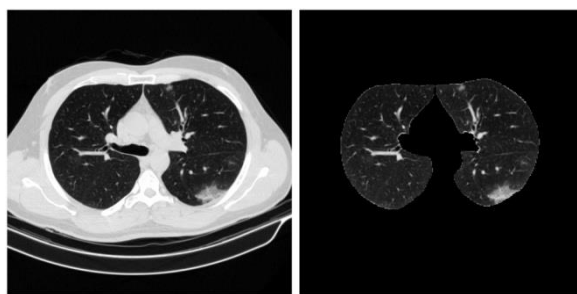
Τομή αξονικής τομογραφίας του συνόλου COVID-CT-MD πριν και μετά την κανονικοποίηση αντίθεσης και φωτεινότητας
